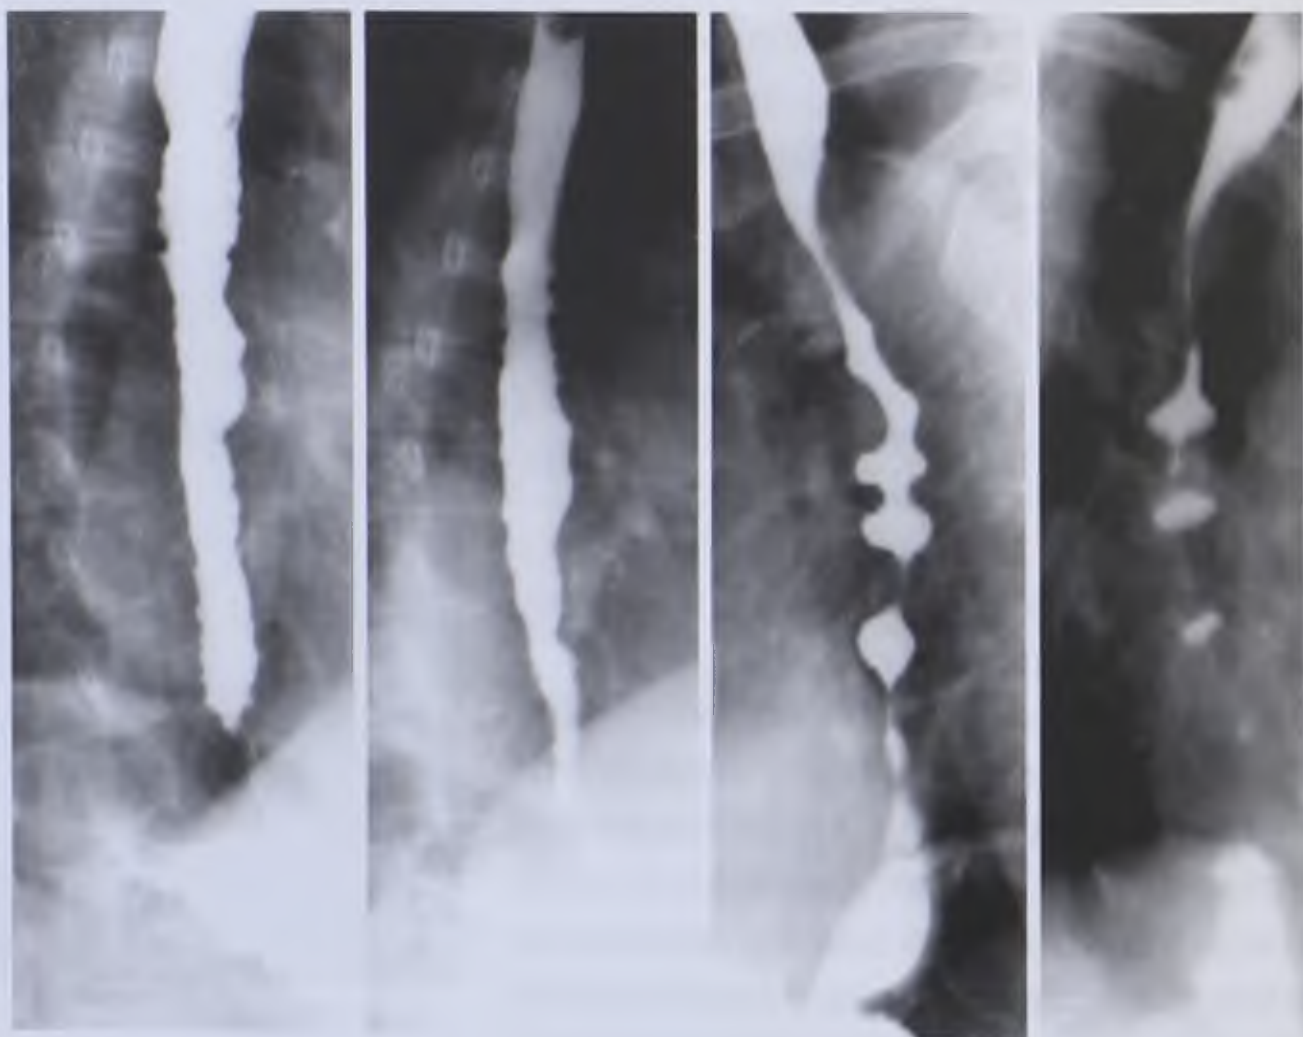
Рентгенограммы пищевода. Третичные сокращения
